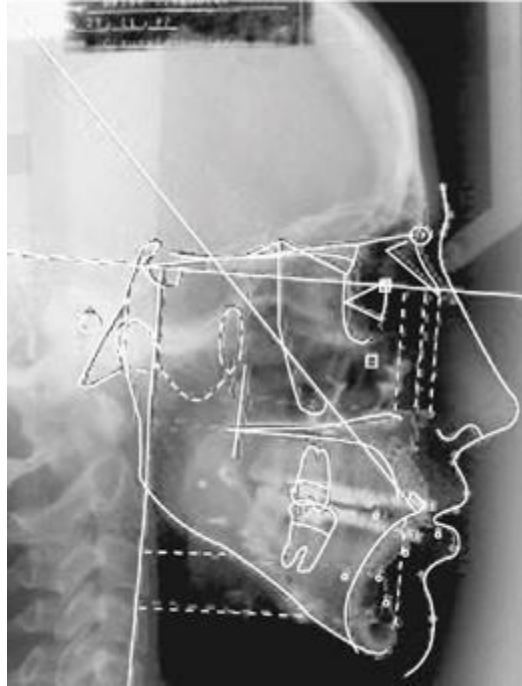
Imagem de uma telerradiografia demonstrando traçados cefalométricos.
